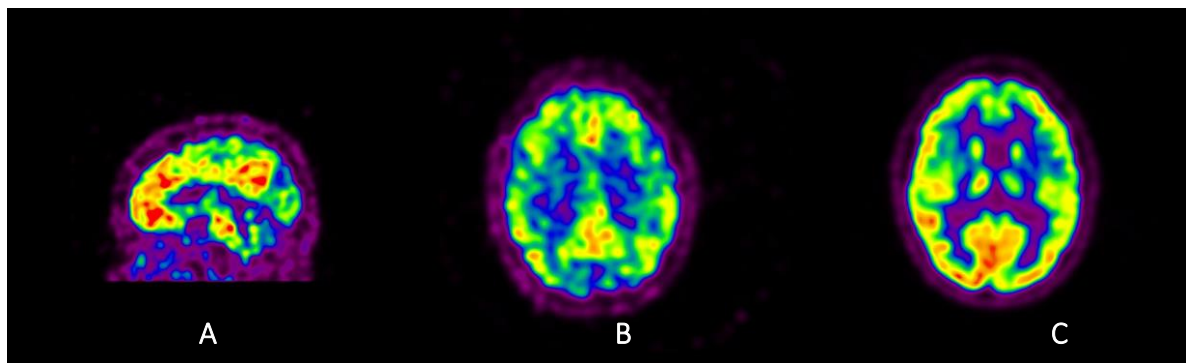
Imagem PET com [¹¹C]PiB (A e B) e com [¹⁸F]FDG (C)
